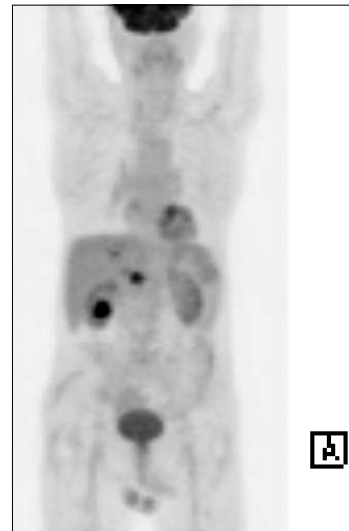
18F-FDG PET scan shows fine lower density mass with slightly increased FDG uptake (SUVmax of 3.7) at left hepatic lobe and two prominent lower density mass with intensely increased FDG uptake (SUVmax of 8.3 at gallbladder, SUVmax of 6.2 at portocaval area), suggesting intensely FDG-avid malignant gallbladder cancer with metastasis.
